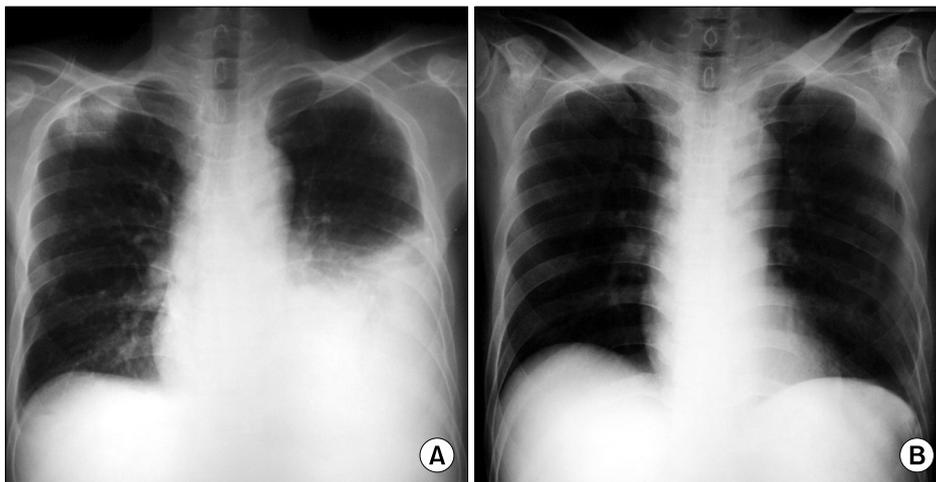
(A) Chest X-ray at antituberculous chemotherapy initiation. Marked left pleural effusion was found. Loculated effusion on right upper lobe also noted. (B) Chest X-ray at 3 months after antituberculous chemotherapy. Left pleural effusion completely resolved. Loculated effusion on right upper lobe also disappeared.
